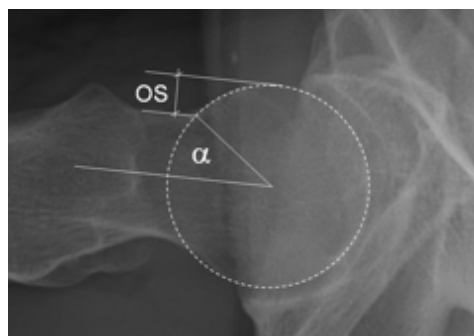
X-ray showing the measure of the alpha angle and the anterior femoral offset.
